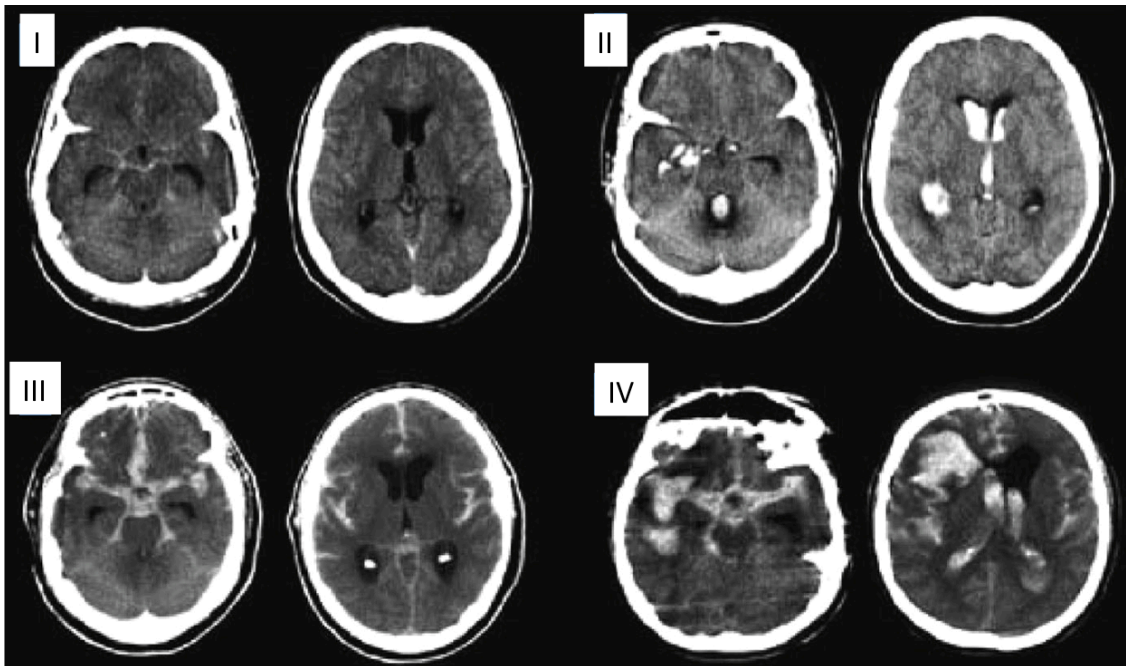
Escala modificada de Fisher. El grado 0 correspondería a un TC aparentemente normal.
